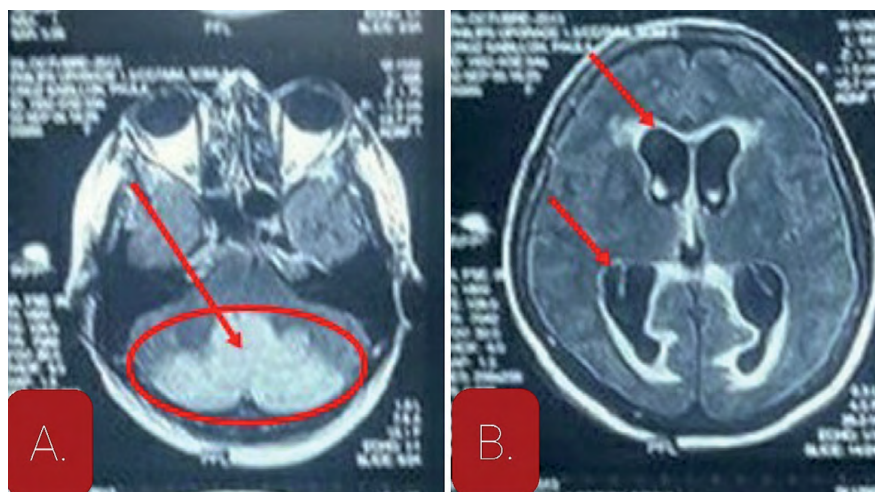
Imagen de resonancia magnética cerebral con corte axial flair. (A) Se observa zonas hiperintensas bilaterales en región cerebelosa que delimitan territorio vascular de la Arteria Cerebelosa Posterior Inferior. (flecha y ovalo rojo) (B) Dilatación del sistema ventricular (flechas rojas).
